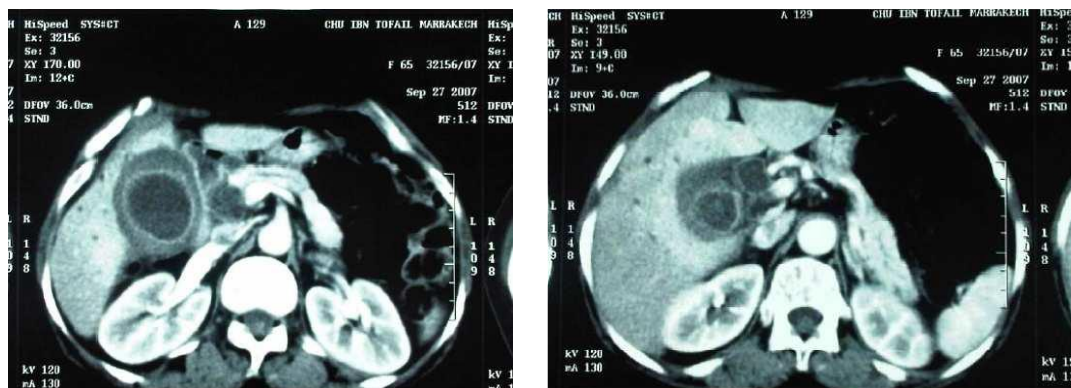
image d'une TDM abdominale coupe transversale, montrant une angiocholite (Afandi, 2012).
